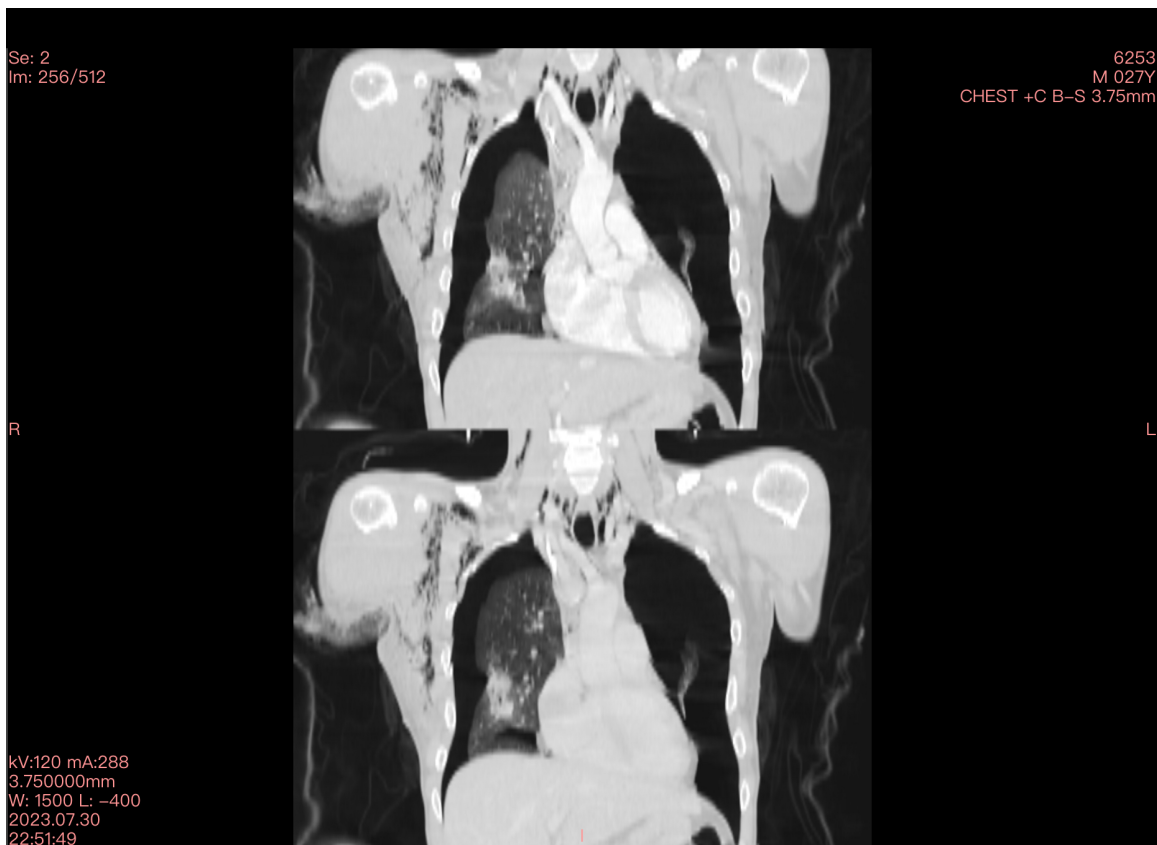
Пацієнт С., 59 років. КТ ОГК. Недорозправлення лівої легені.
